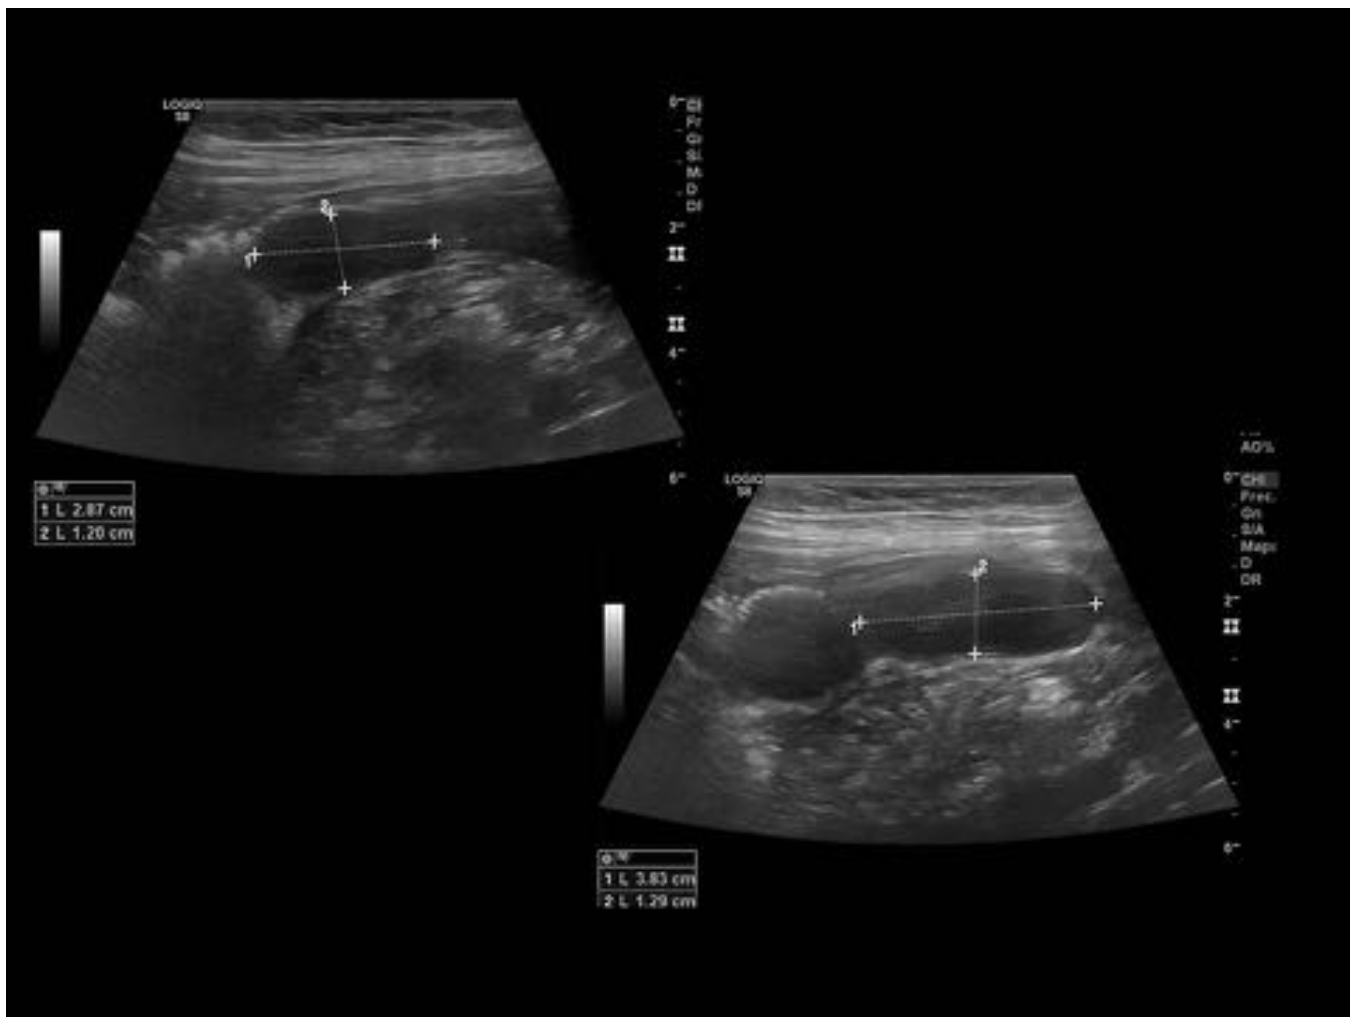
Ecografía de fosa iliaca derecha. Dos lesiones nodulares hipodensas, homogéneas y bien delimitadas, dependientes de la pared de ileon distal.
